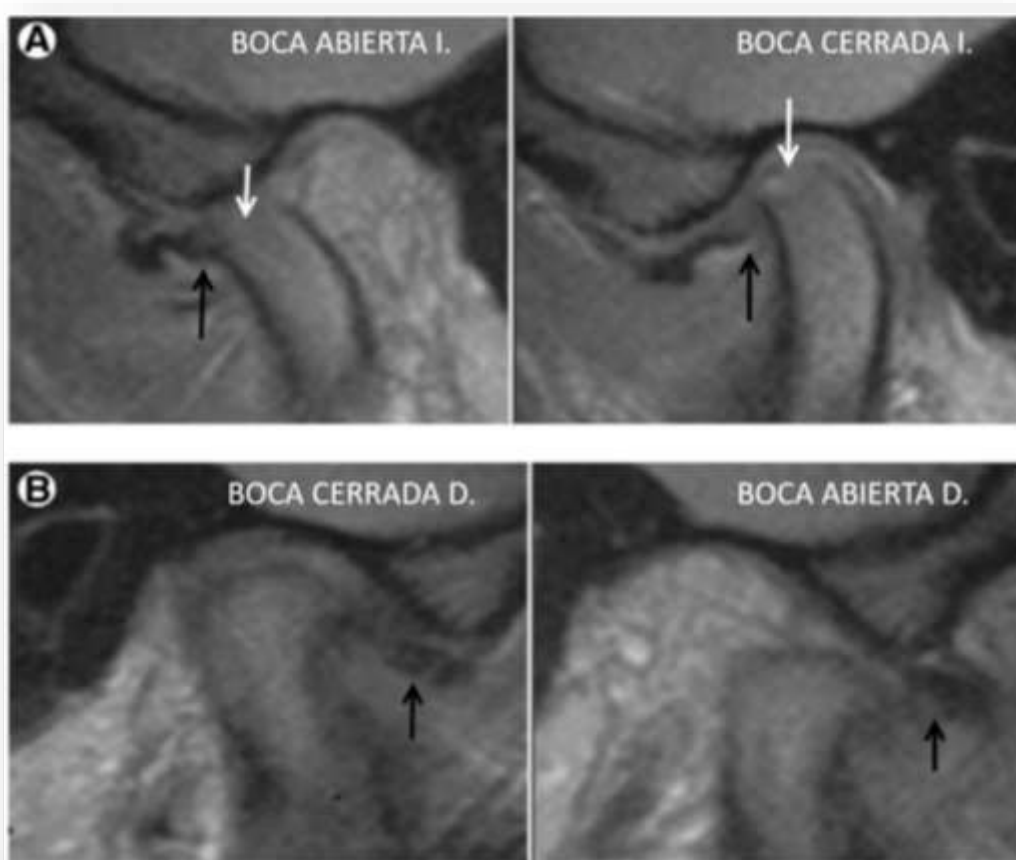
Reabsorción condilar vista desde la resonancia magnética.
